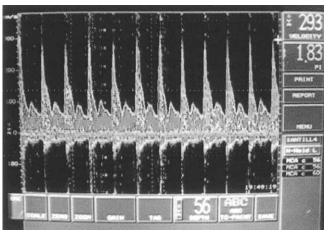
Ultrasonido Doppler transcraneal que muestra una velocidad media del flujo de la arteria cerebral media izquierda de 293 cm/s.
